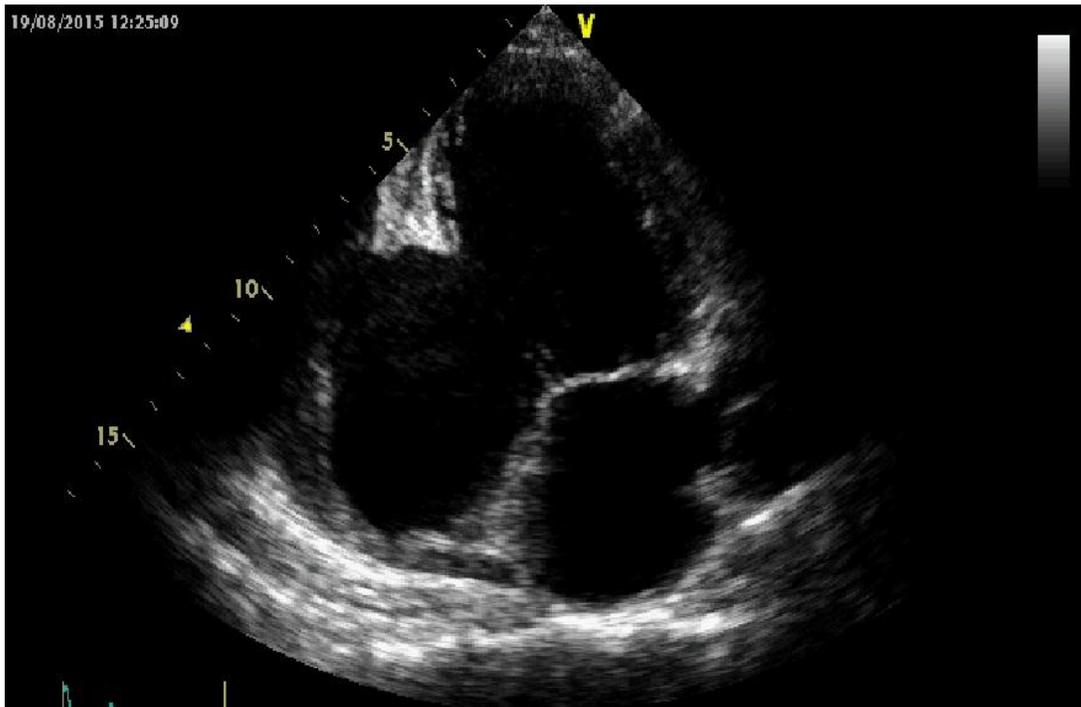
Coupe échocardiographique apicale 2 cavités montrant l'anévrysme du VG
